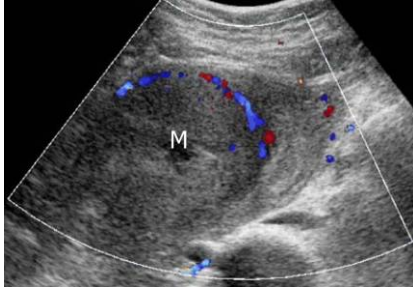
Aspetto color Doppler normale di mioma uterino. Si noti il caratteristico aspetto circolare ('a canestro') della macrovascolarizzazione periferica afferente alla lesione. M=mioma.
